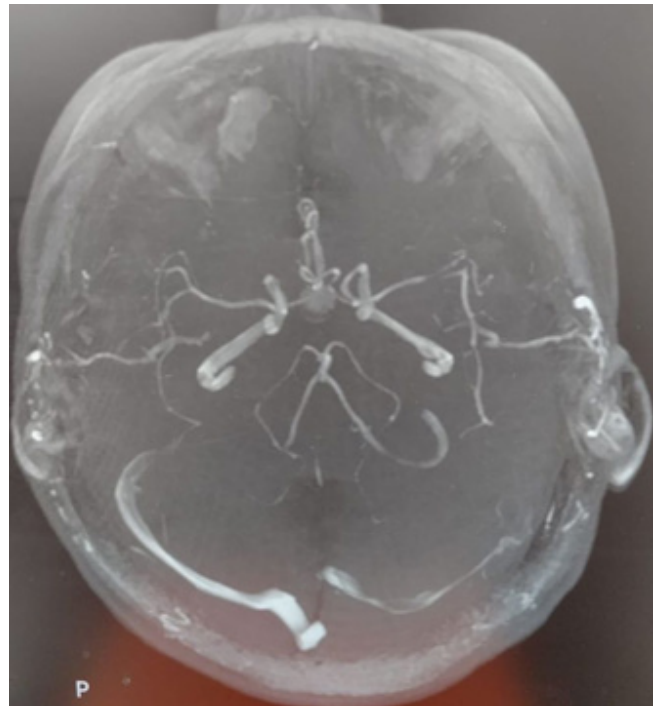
Resonancia magnética de cráneo en paciente con afectación de la glándula hipofisiaria acompañado de probables engrosamientos de la pared vascular utilizada para descartar encefalitis autoinmune.
